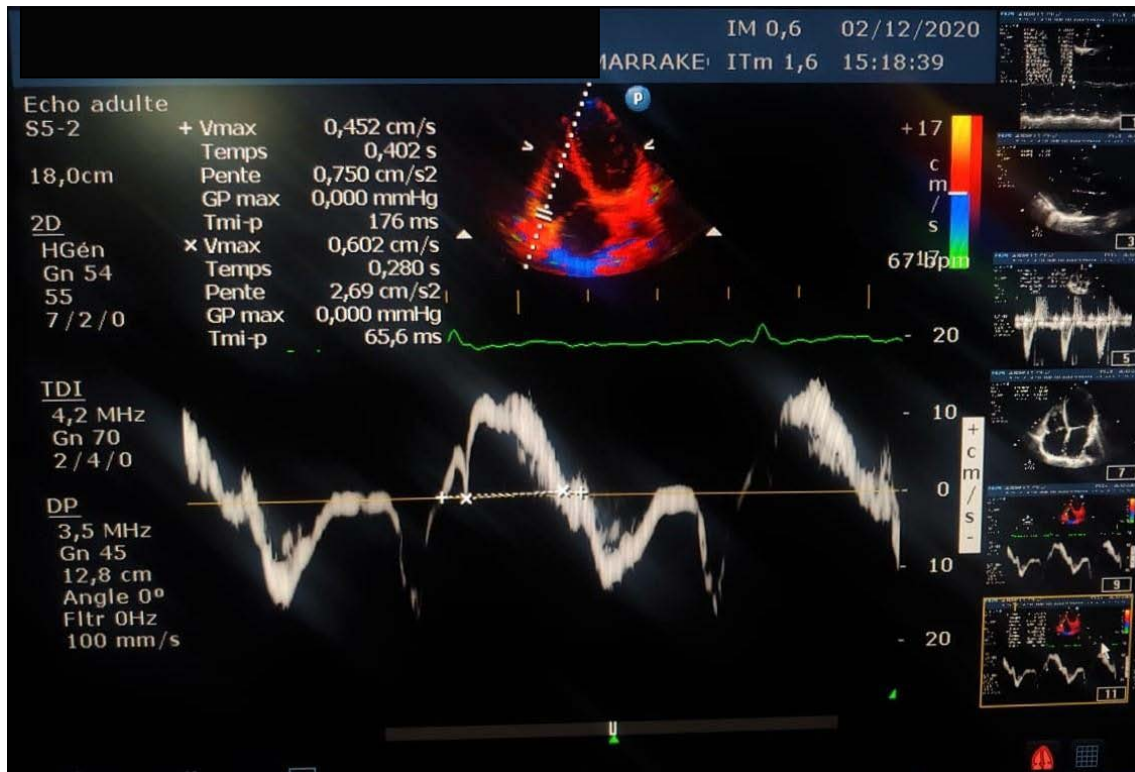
Mesure de l'IPM à partir d'un enregistrement de l'anneau tricuspide en doppler tissulaire
